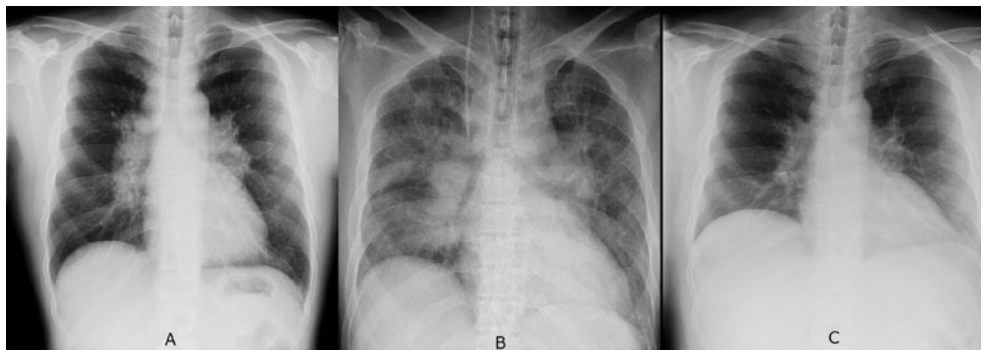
胸部X線写真。(A)眼科初診時。BHLを認めた。(B)入院時。心拡大、両側全肺野の透過性低下を認めた。(C)外来で、BHLの縮小、肺野透過性の改善を認めた。
